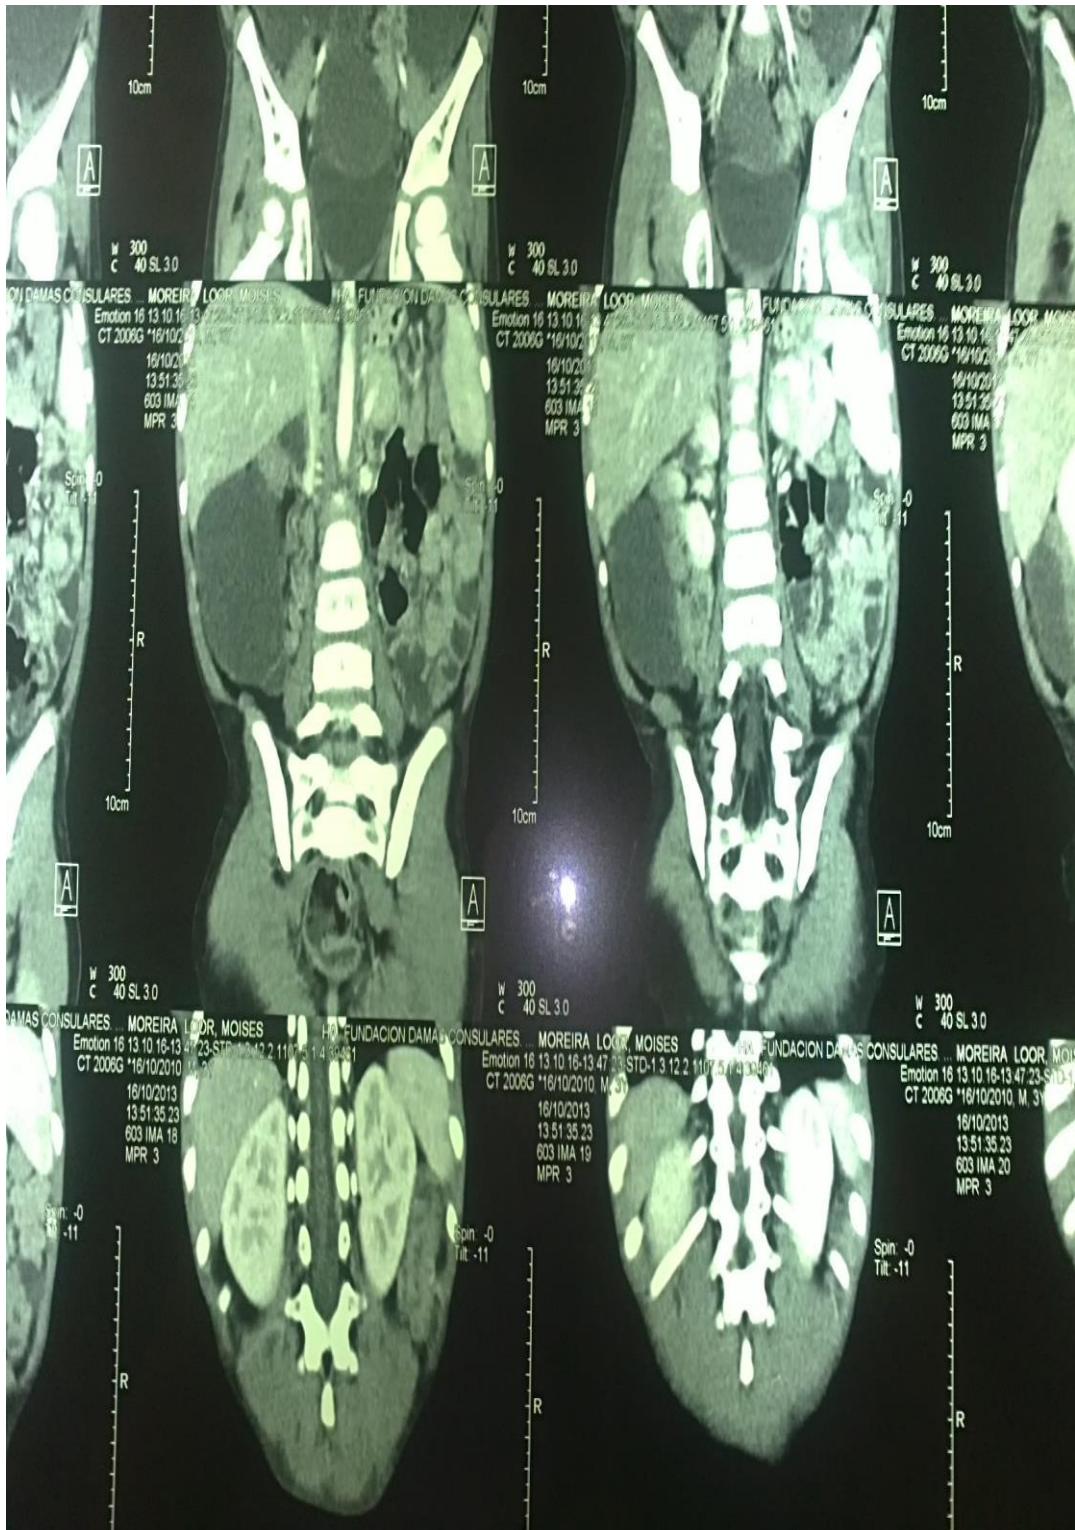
Tomografía contrastada con imagen hipodensa tabicada en cavidad abdominal que desplaza al intestino y está en relación a quiste mesentérico
